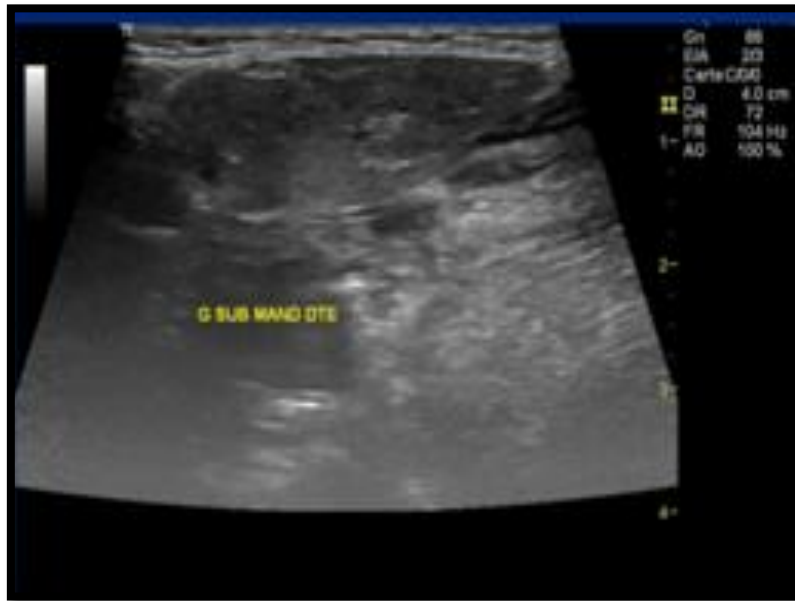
Aspect échographique normal de la glande sub-mandibulaire [94]
